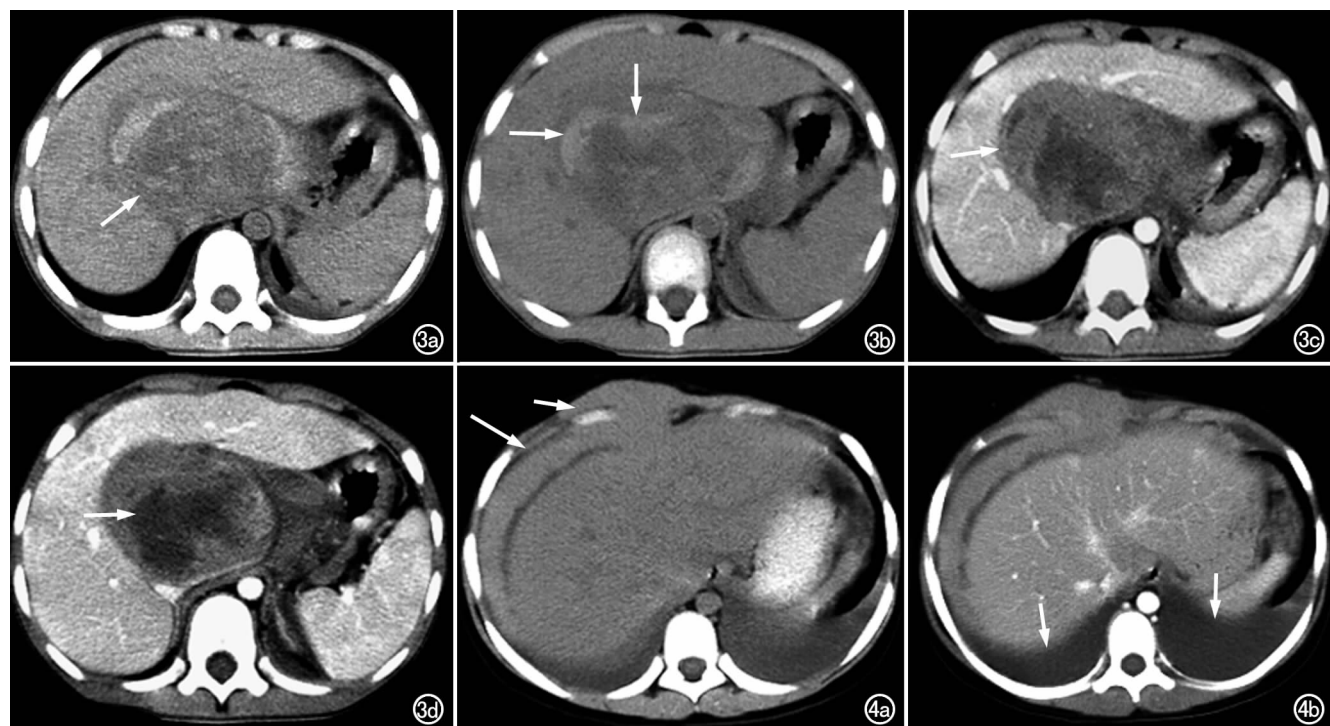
男,5 岁,Burkitt 淋巴瘤(肝)。a)轴面 CT 平扫,示肝尾叶一巨大混杂密度肿块(箭),边界清楚,密度不均匀,以低密度为主;b)CT 平扫,示肿块内斑片状出血(箭);c)CT 增强,示肿块不均匀强化,较正常肝实质强化程度低(箭);d)CT 增强,肿块内部仍可见坏死灶(箭)。图 4 Burkitt 淋巴瘤(大网膜和腹壁)。a)轴面 CT 平扫,示肝右叶前方条带状软组织密度影(长箭),略呈结节状,相邻右前上腹壁局限性增厚(短箭),厚 1.6 cm;b)轴面 CT 增强,示增厚大网膜及局限性增厚前上腹壁轻度均匀强化,合并胸腔积液(箭)。
